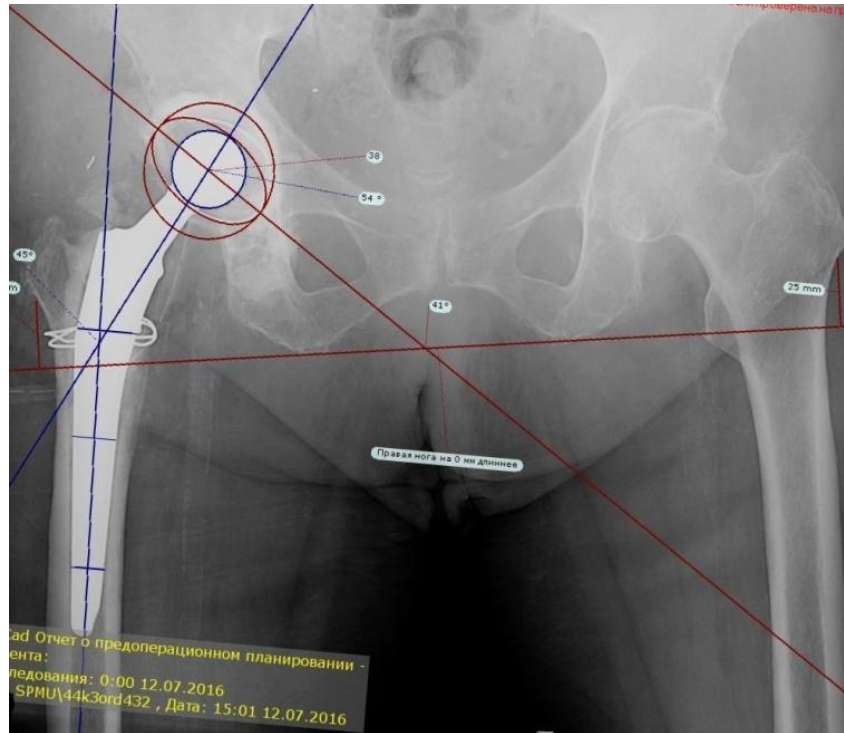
Анализ состояния эндопротеза тазобедренного сустава по данным послеоперационной рентгенографии.
